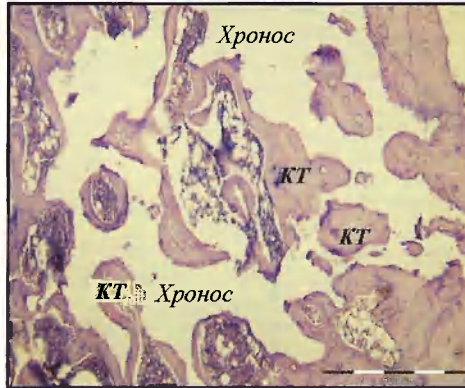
№ 5. Формирование внутри пор керамики Хронос новообразованных костных трабекул (КТ) и элементов костного мозга. 2-я группа животных. 90 суток после имплантации. Окраска гематоксилином и эозином. X100.
